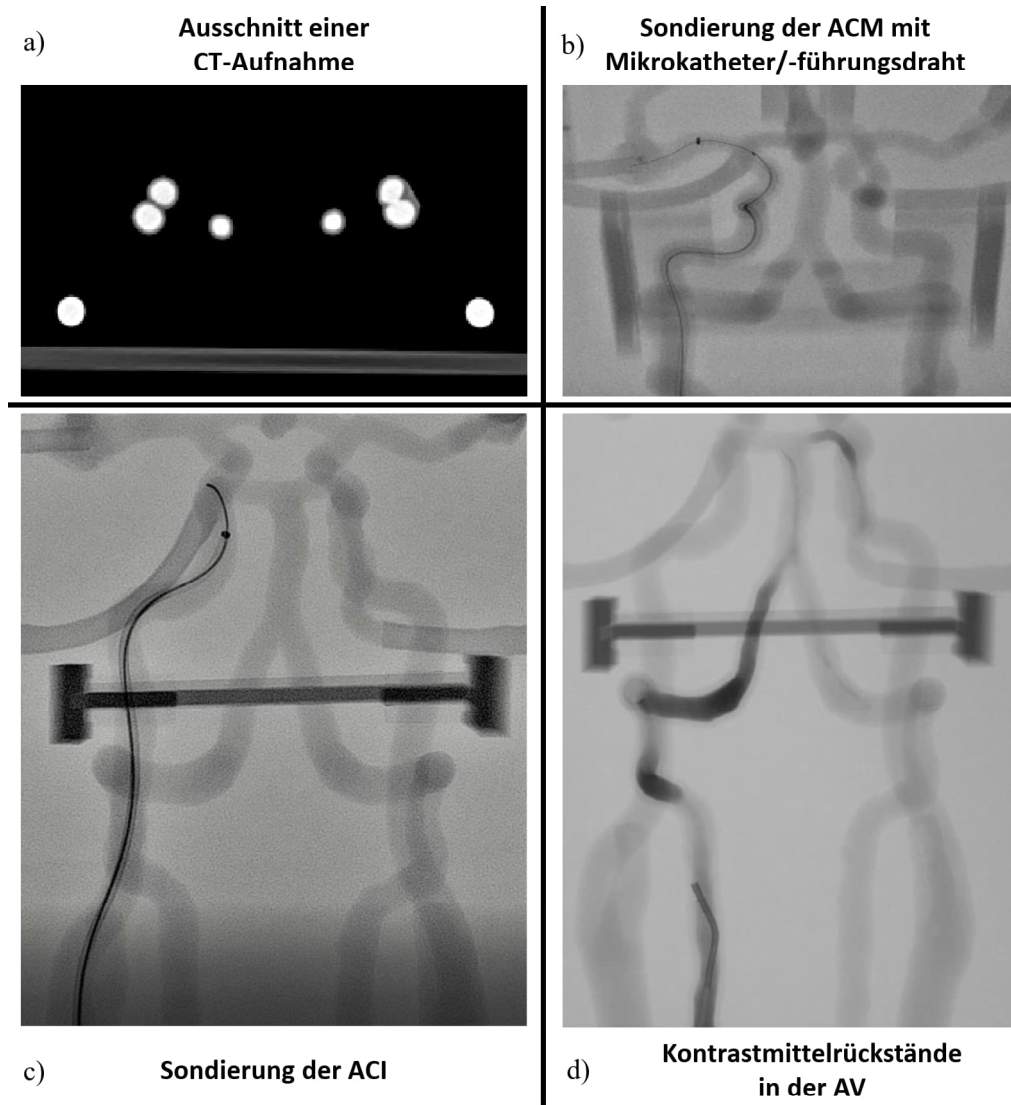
Darstellungen des Gefäßphantoms in verschiedenen Bildmodalitäten. a) CT-Bildausschnitt auf Höhe der Carotisbifurkation. Das Phantom war für die Aufnahme mit einer Mischung aus destilliertem Wasser und Kontrastmittel (20mg/ml) befüllt. b) Fluoroskopieaufnahme vom Gefäßphantom während der Sondierung der ACM mit einem Mikrokatheter und einem Mikroführungsdraht. c) Fluoroskopieaufnahme vom Gefäßphantom während der Sondierung der ACI. In der Aufnahme ist der Sondierungsdraht und -katheter gut zu erkennen. d) Nach der Kontrastmittelinjektion in die AV erkennt man verbliebene Kontrastmittelrückstände in den Windungen des Gefäßes. Anmerkung: Die in b)c)d) erkennbare H-förmige Struktur stammt von einem der Stützelemente, die die Phantomgefäße in ihrer Lage stabilisierten.
